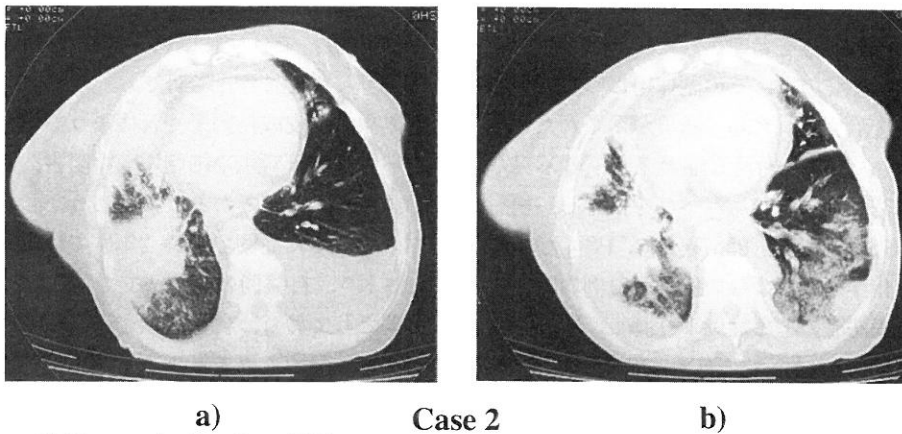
a) Chest CT image in October 2003
